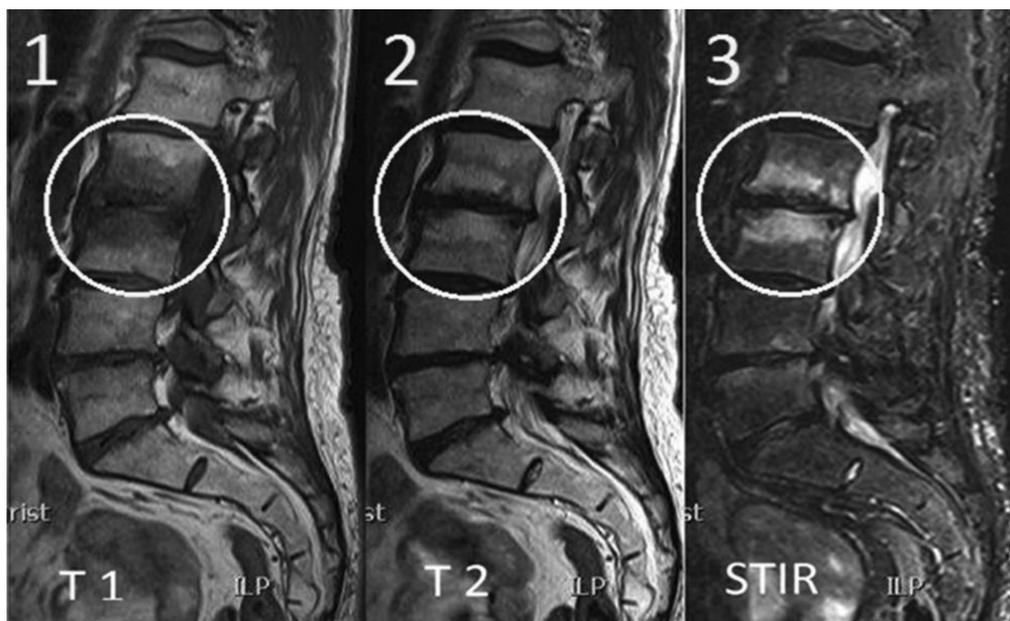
№8. Изменения МРТ по типу MCh1.1: гипоинтенсивный сигнал на T1-ВИ; 2 – гиперинтенсивный сигнал на T2-ВИ; 3 – гиперинтенсивный сигнал в режиме с подавлением сигнала от жировой ткани (STIR)
